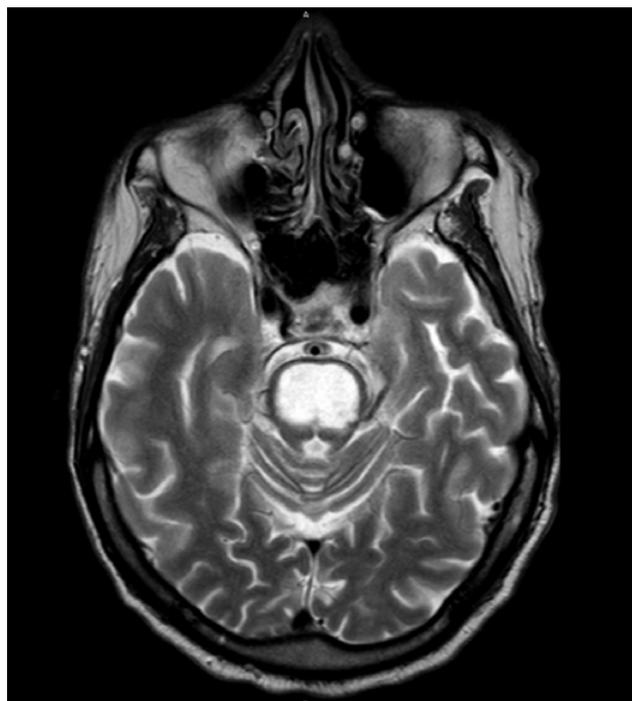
IRM en coupe axiale chez le même patient montrant un hypersignal en pondération T2
